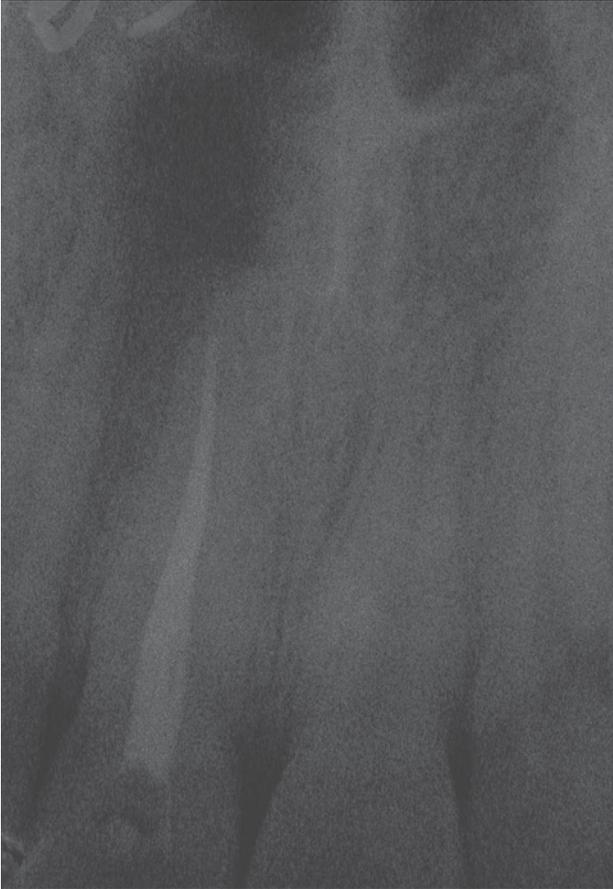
Radiografía periapical post-intervención al mes del tratamiento quirúrgico.
